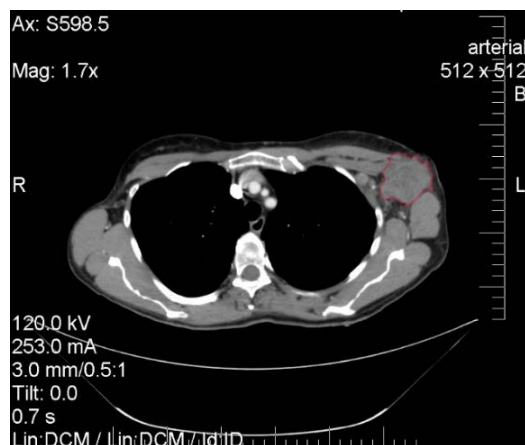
КТ зображення метастатично ураженого лімфовузла (лімфовузол позначено червоним кольором). (Див. кольоровий рисунок на сайті журналу.)
